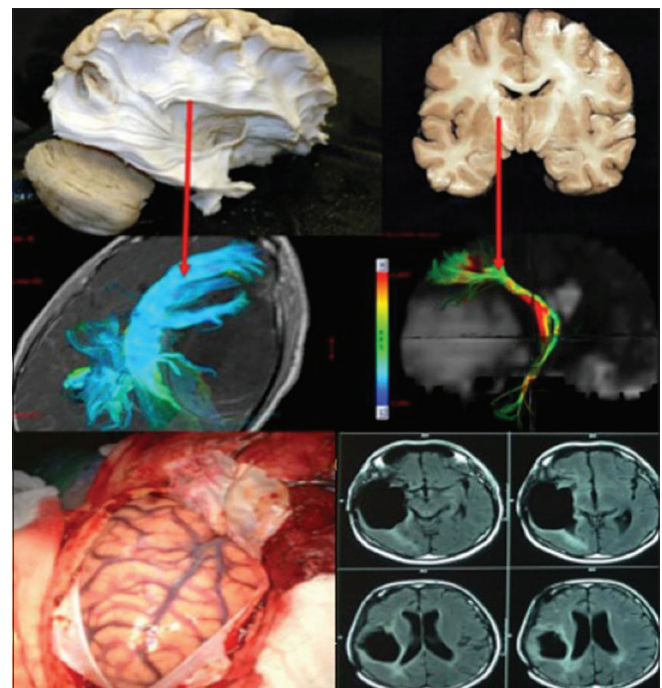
Disección de fibras blancas mostrando su relación del fascículo arqueado (superior izquierda) y del tracto cortico-espinal (superior derecha) con la tractografía y la relación de estas fibras en paciente con glioma insular a la derecha (medio izquierda y derecha). La craneotomía debe ser extendida posteriormente buscando la apertura de toda la extensión de la fisura silviana (inferior Izquierda). Resonancia magnética en FLAIR evidenciando resecado total del tumor. Este paciente era portador de síntomas de hipertensión endocraneana y crisis parciales complejas que desaparecieron con la cirugía. Paciente sin déficits posoperatorios.
